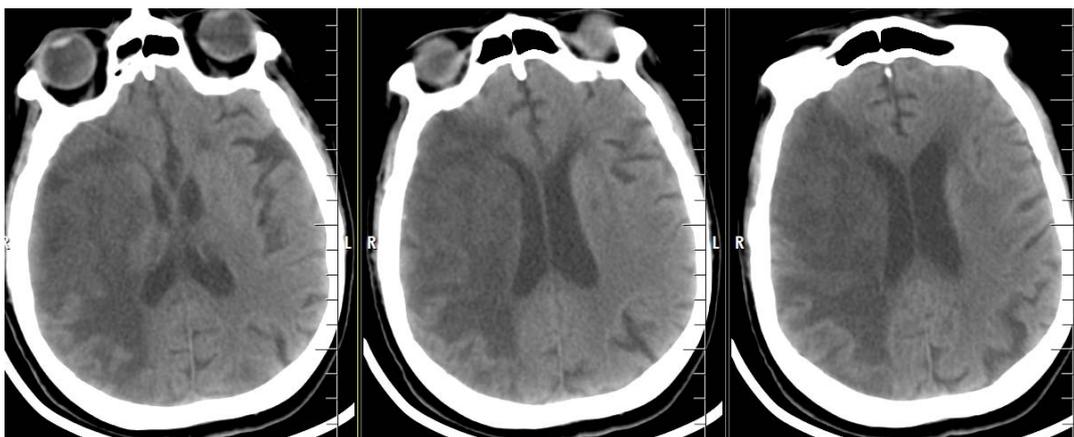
СКТ головного мозга. Ишемический очаг в бассейне правой СМА после эндоназального удаления аденомы гипофиза.
